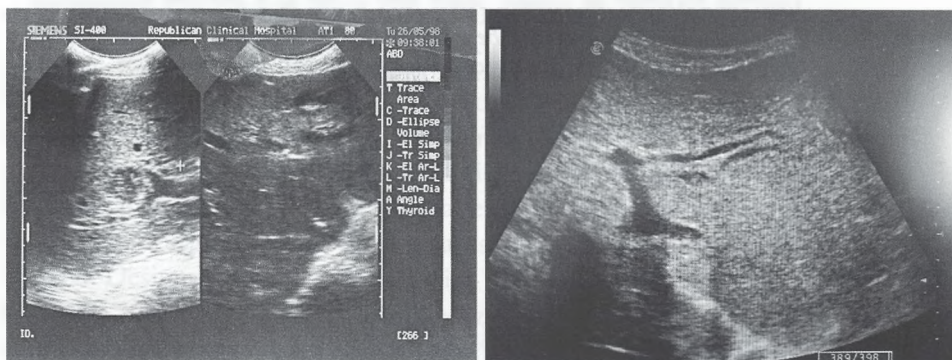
USG – dilatarea căilor biliare intrahepatice
